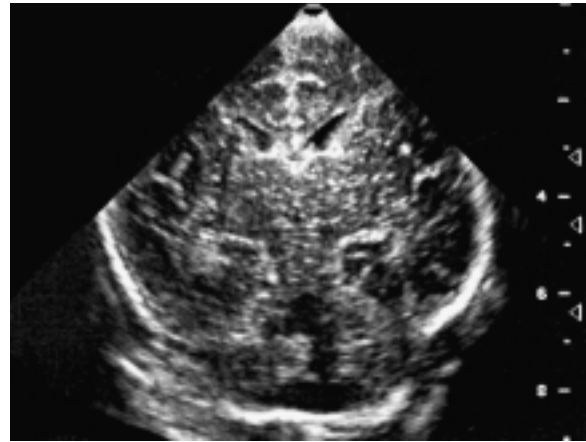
Ecografia cerebrale: megacisterna magna, ipoplasia del verme, dilatazione del 4° ventricolo.
